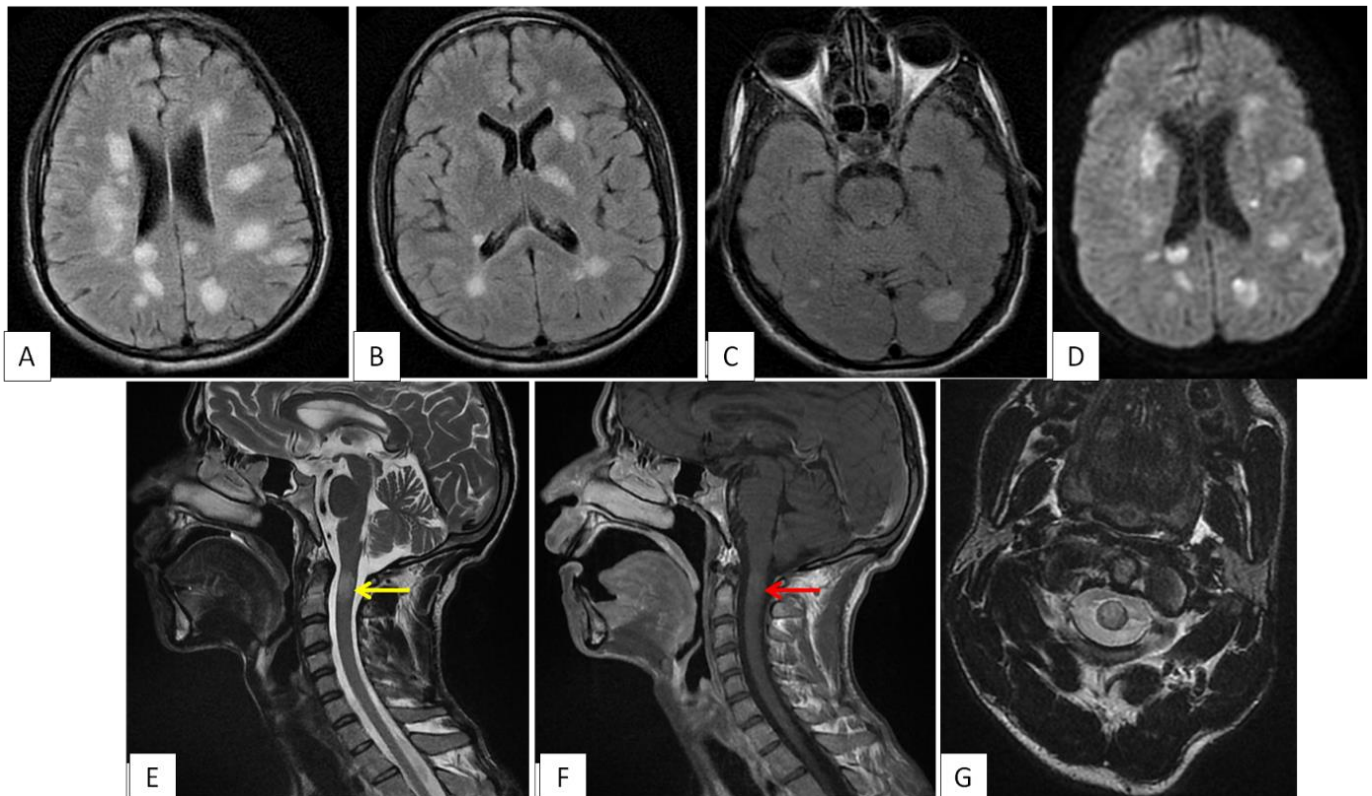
L'IRM cérébrale montre des lésions intéressant la substance blanche, noyaux gris centraux en hypersignal FLAIR (coupes axiales : A, B, C), restrictives en diffusion (coupe axiale : D). L'IRM médullaire montre la présence d'une lésion en regard de C1 en hypersignal T2 (flèche jaune : coupe sagittale : E, coupe axiale : G), avec rehaussement après injection de gadolinium (flèche rouge : coupe sagittale : F).
